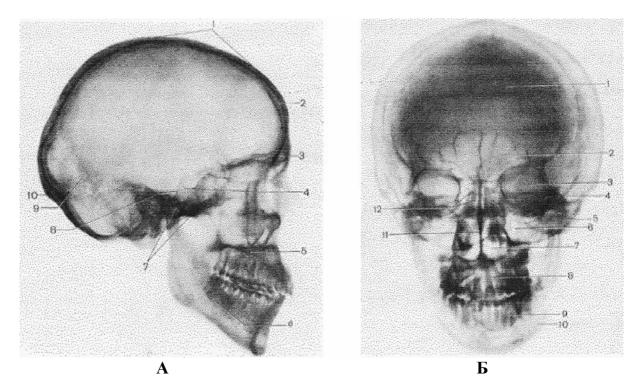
Рентгенограмма черепа взрослого человека
